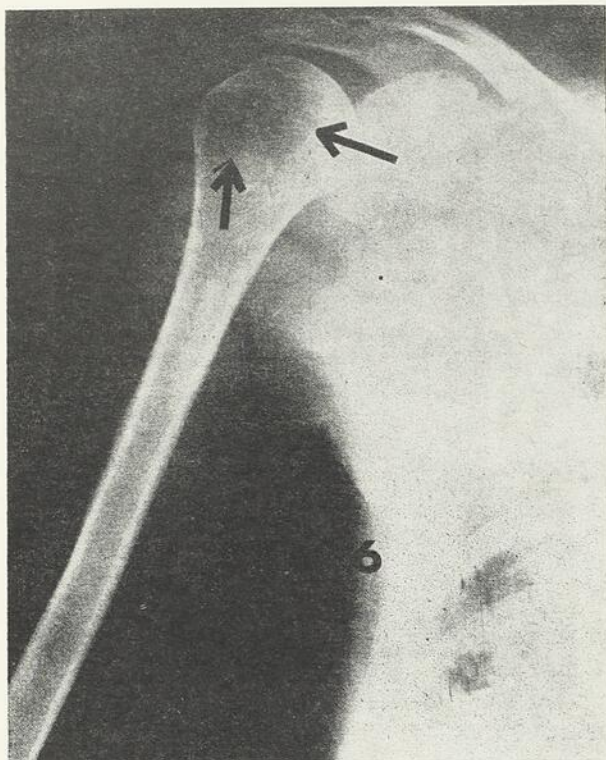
Troisième observation: radiographie de l'épaule droite, le 6 juin 1966.
